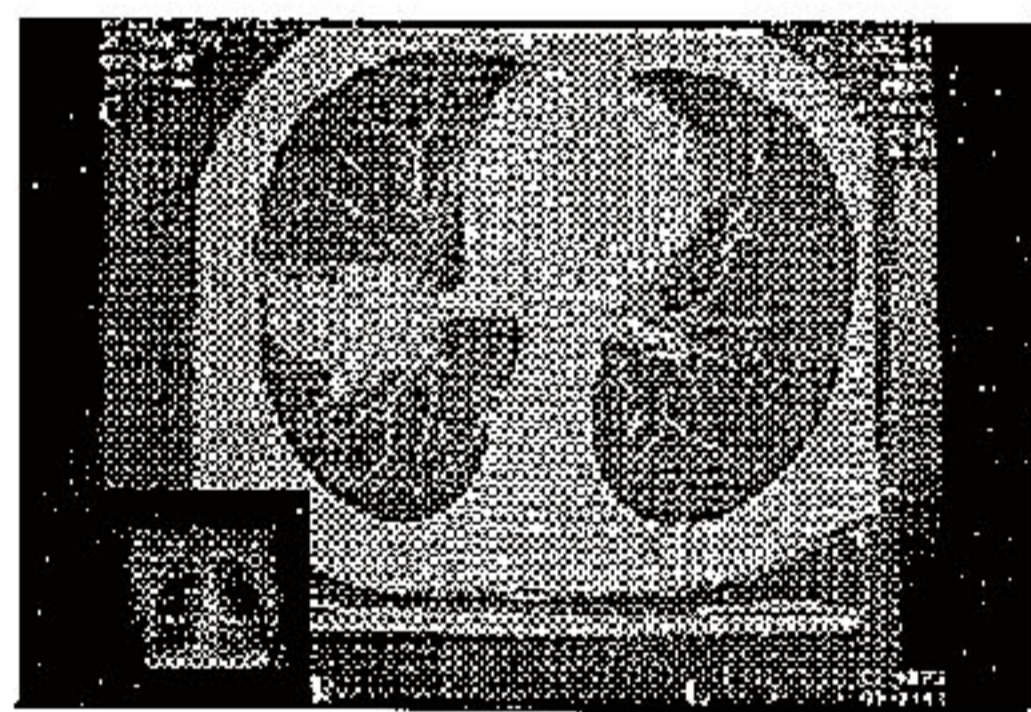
Caso 1: TC de Tx de 20/3/97. Evidente crescimento de massa de LID.
